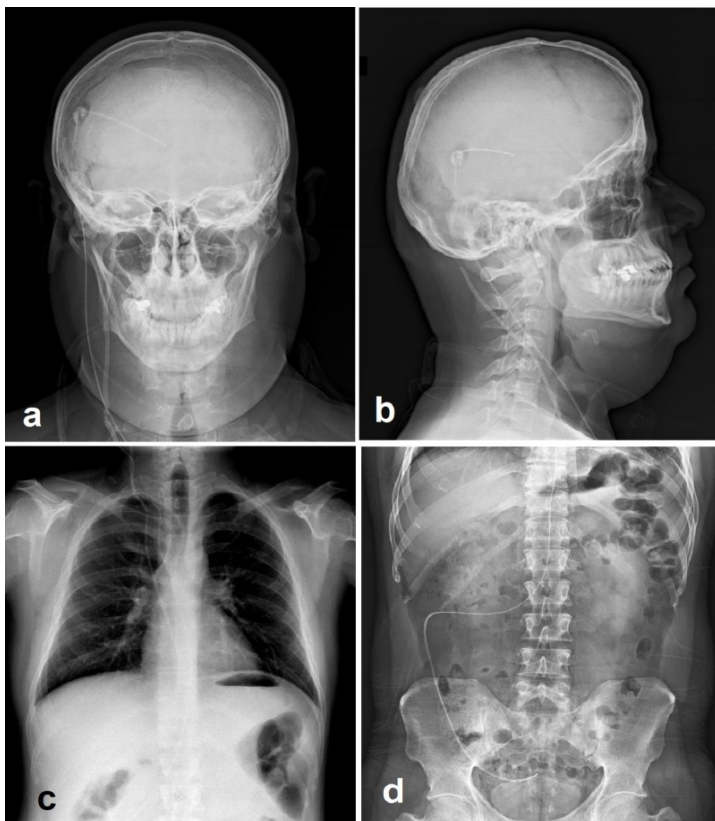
Radiographic Shunt Series. Shunt series, including biplanar head (a and b), anteroposterior chest (c), and anteroposterior abdominal (d) radiographs demonstrating the ventriculoperitoneal shunt catheter throughout its course. Contributed by M Özdemir, MD
